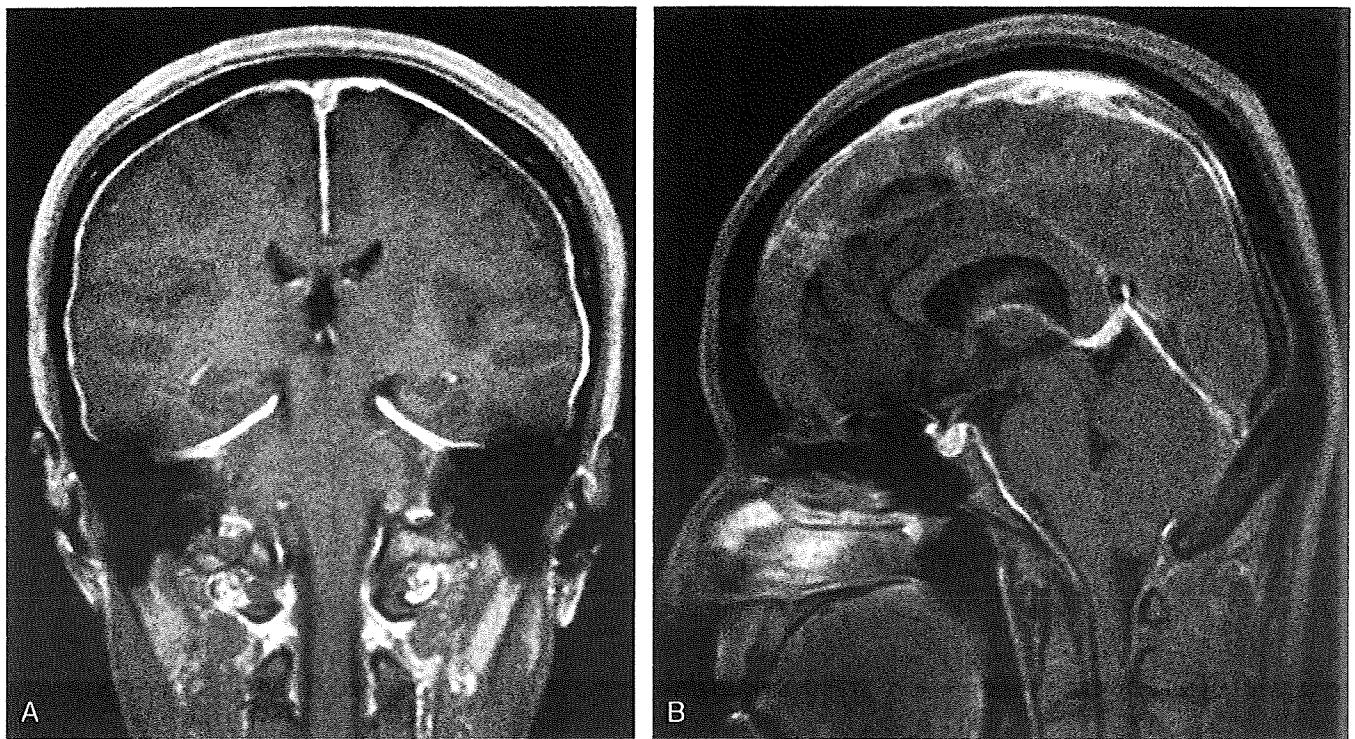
低髄液圧症候群の画像所見 頭部MRI Gd造影T1強調像
